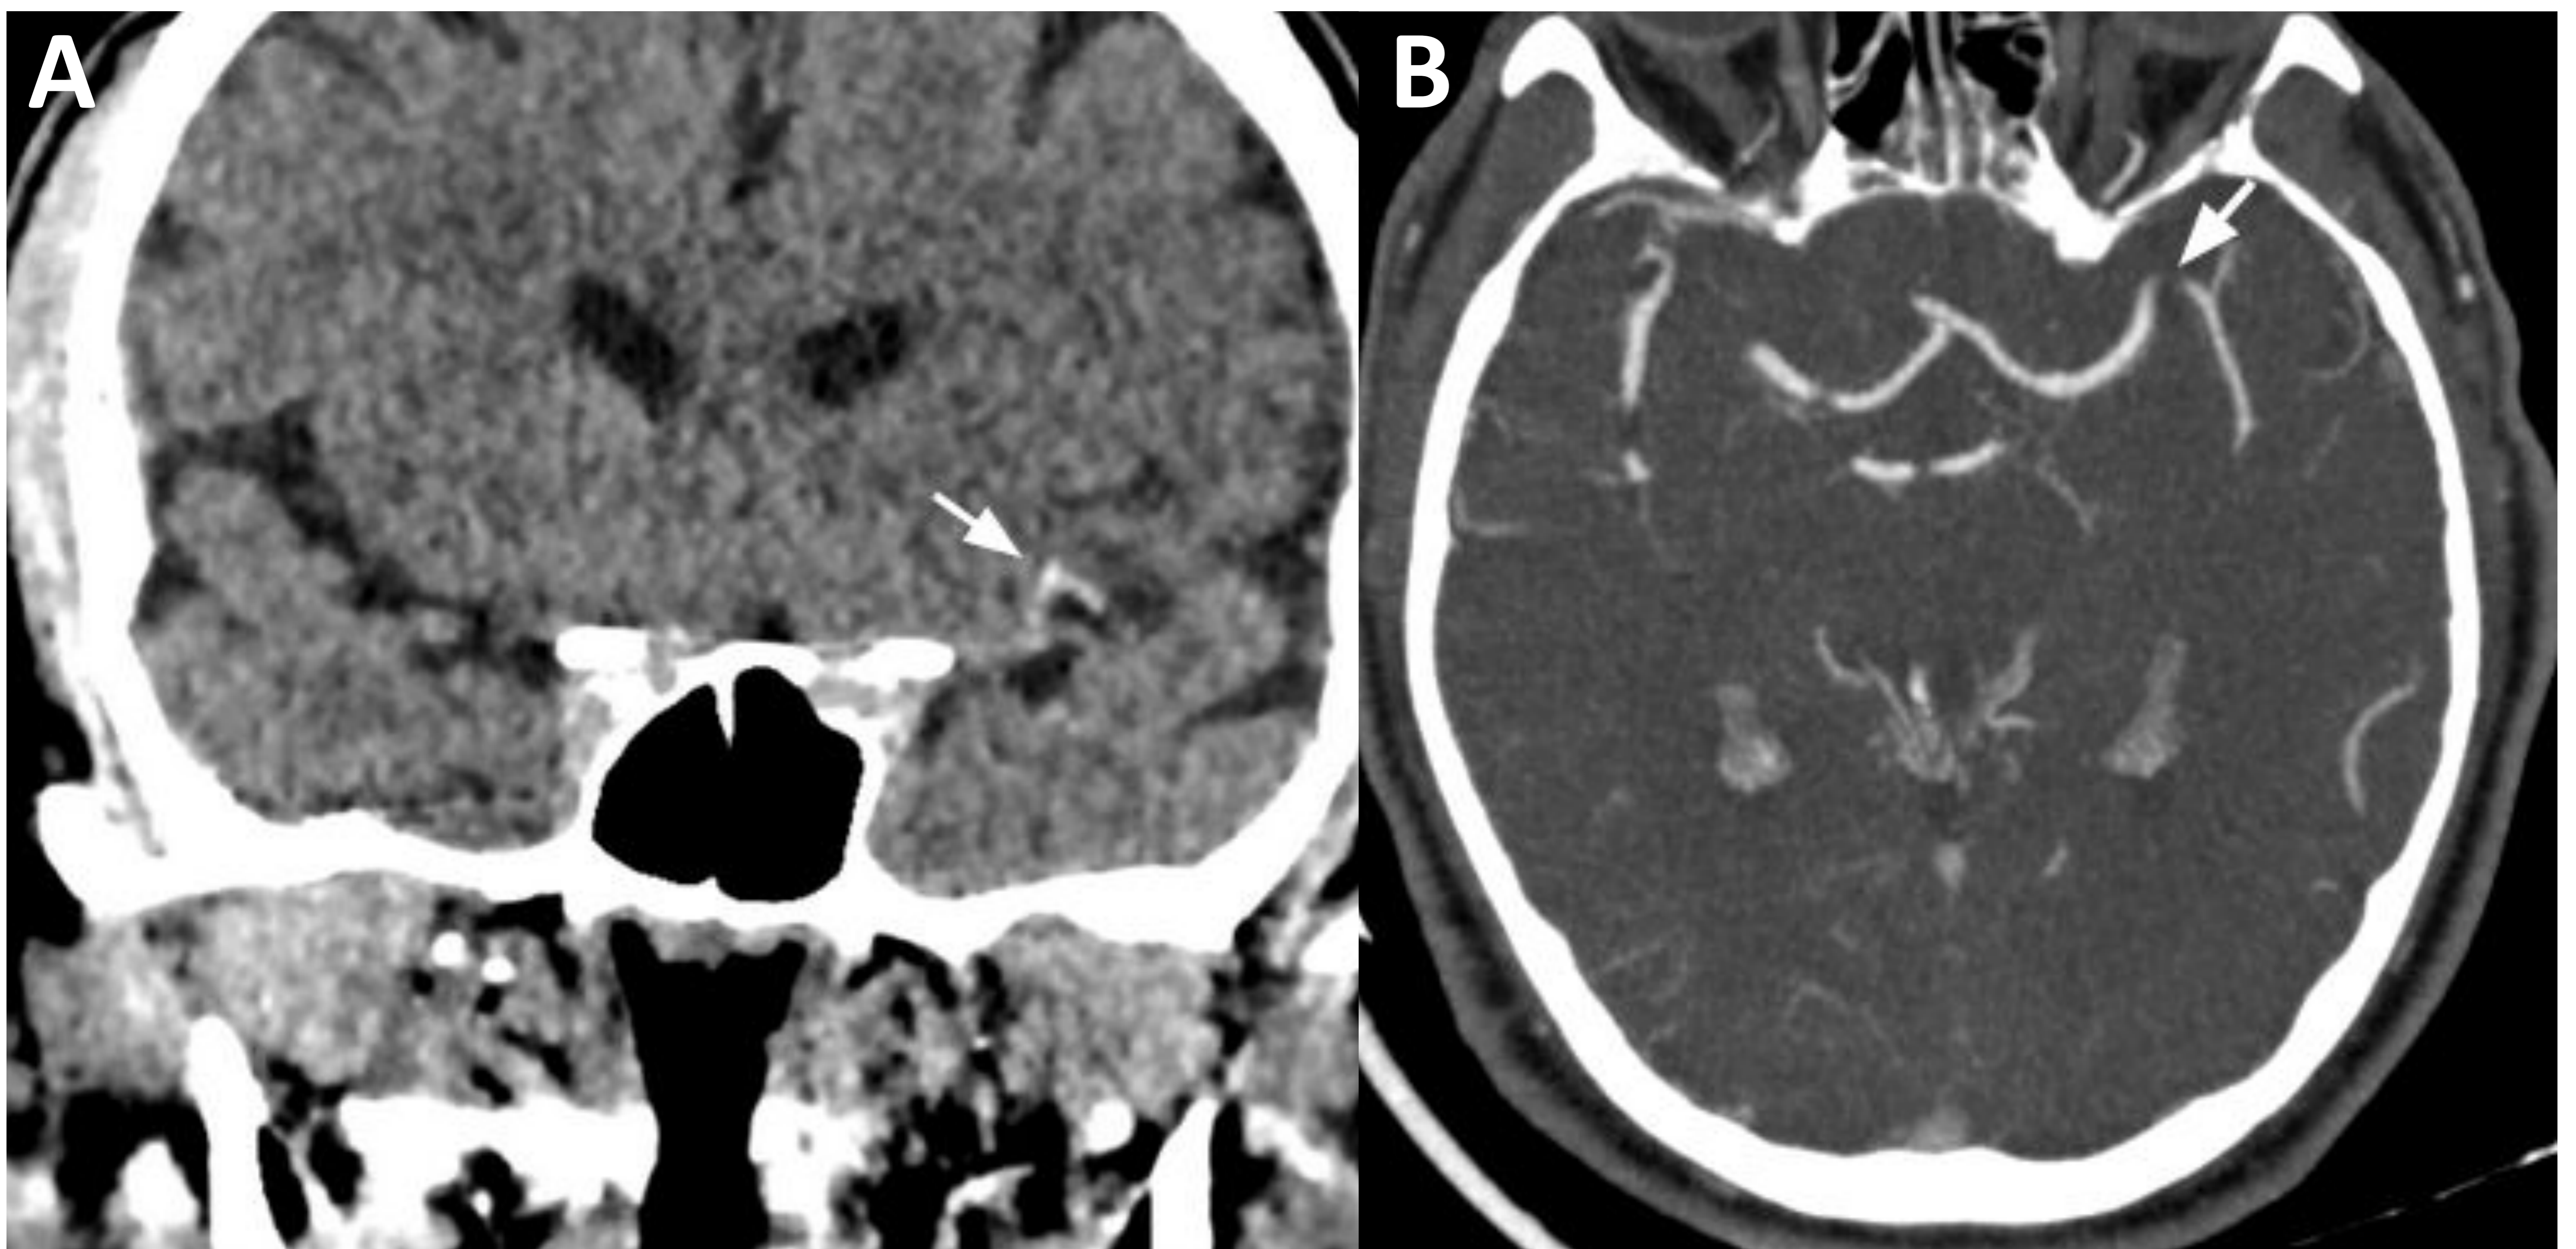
Imágenes pertenecientes al mismo paciente de la Fig 1. A) TC de cráneo sin CIV que muestra una hiperdensidad de morfología vascular (flecha) sugerente de la presencia de un trombo subyacente (signo de la cuerda). B) En el estudio postcontraste se visualiza un defecto de repleción de CIV en la división superior de la ACM ipsilateral a la carótida afectada (flecha), compatible con una oclusión en tándem.
